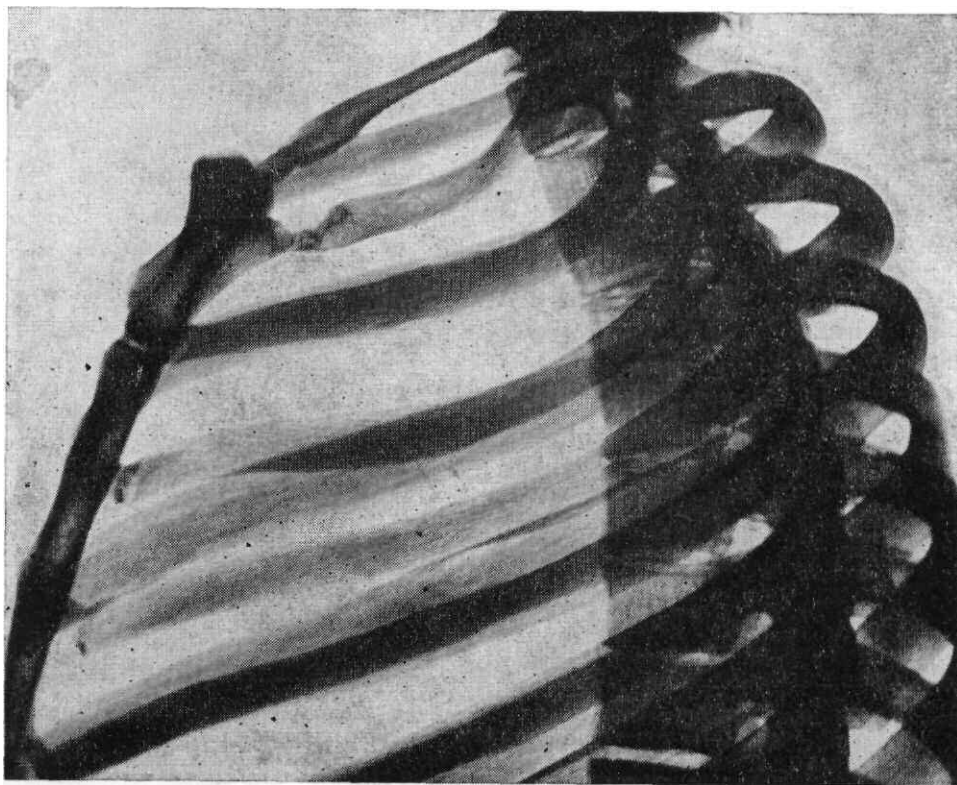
Обзорная рентгенограмма препарата ребер в боковой проекции. Отчетливо прослеживаются контуры и структура тел ребер прилежащей к кассете стороны.
